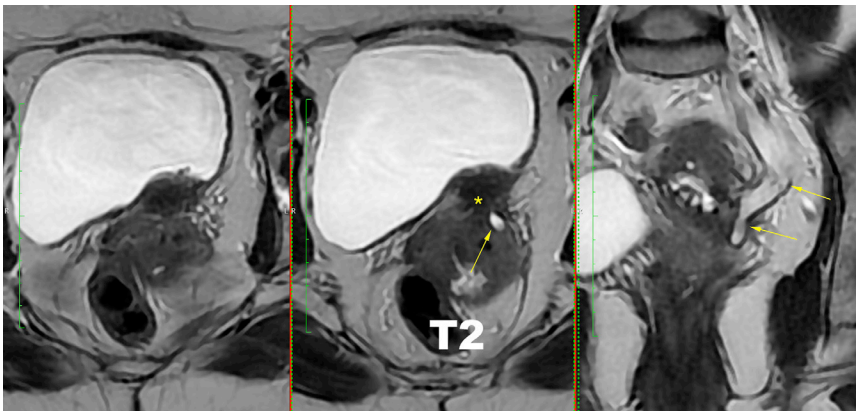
T1A ve T2A MRG'de, derin pelvik endometriyozise bağlı uterusun hem anterior hem de posteriorunda geniş alan tutulumu (\*); lezyon posteriorda rektuma da uzanıyor. MRG, manyetik rezonans görüntüleme.
